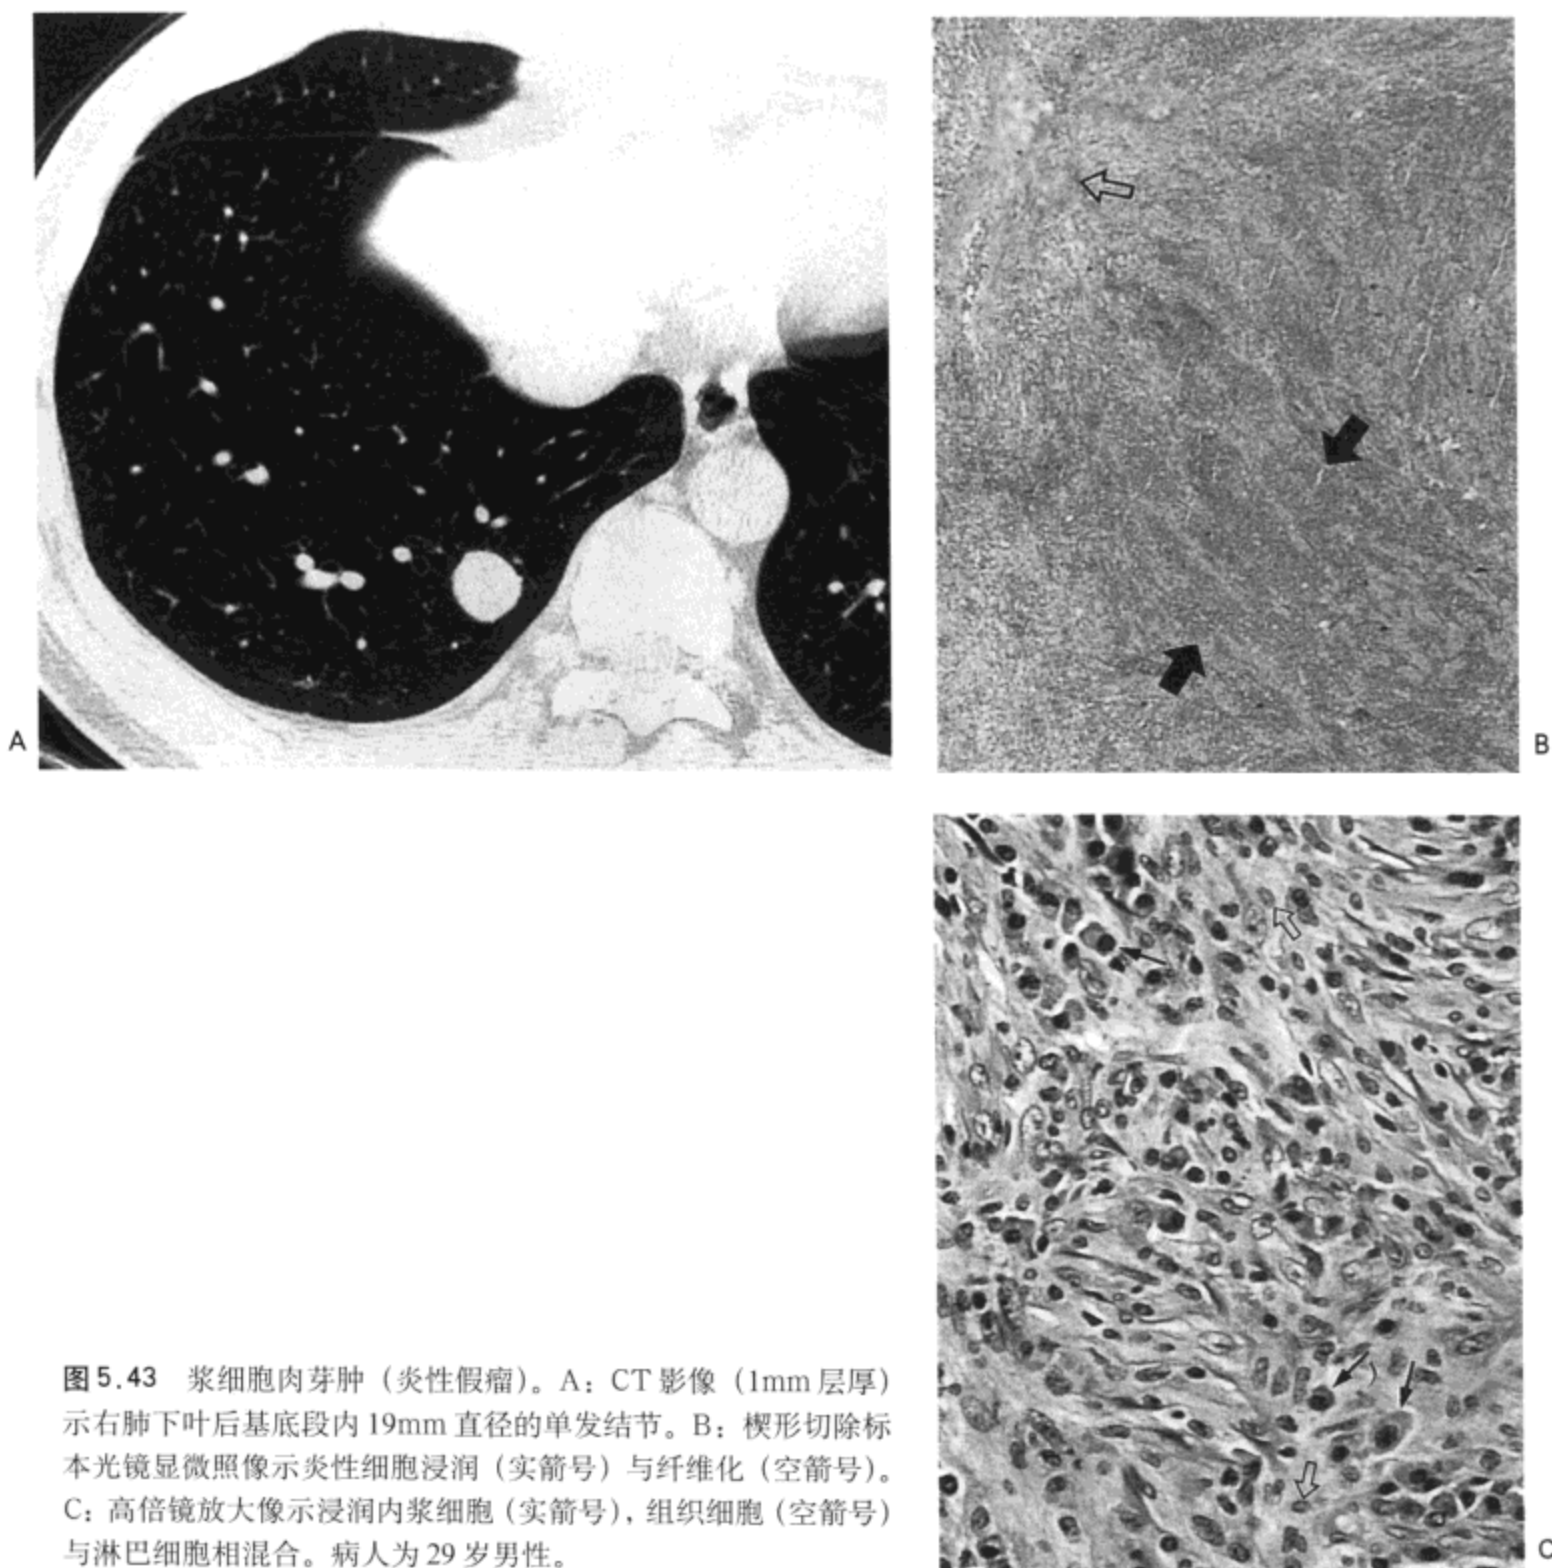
浆细胞肉芽肿 (炎性假瘤)。A: CT 影像 (1mm 层厚) 示右肺下叶后基底段内 19mm 直径的单发结节。B: 楔形切除标本光镜显微照像示炎性细胞浸润 (实箭号) 与纤维化 (空箭号)。C: 高倍镜放大像示浸润内浆细胞 (实箭号), 组织细胞 (空箭号) 与淋巴细胞相混合。病人为 29 岁男性。
